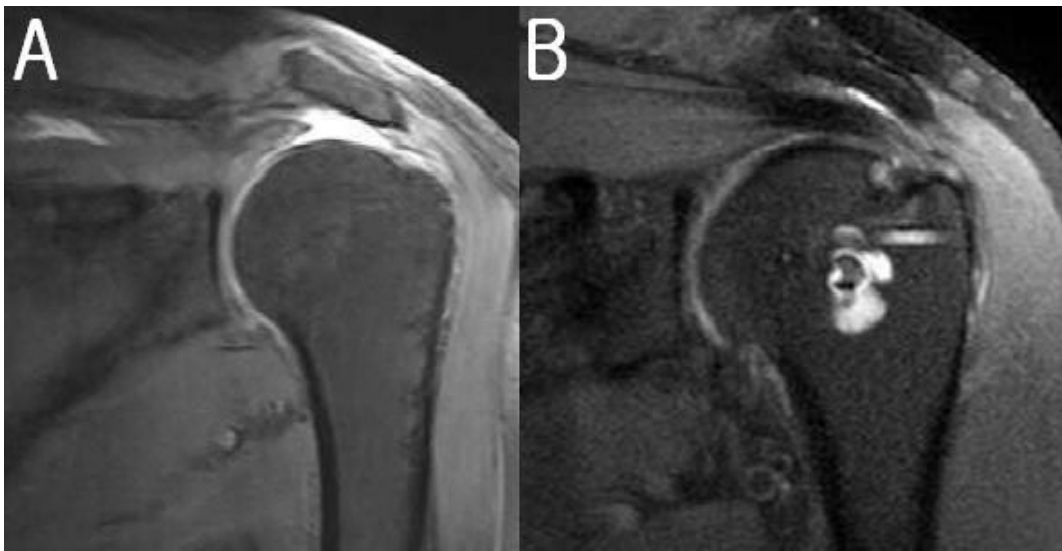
(A) Preoperative coronal T2-weighted image showing a full-thickness tear. (B) Postoperative coronal T2-weighted image showing a completely healed state of a repaired rotator cuff (type I by Sugaya classification) at 18 months after surgery.
